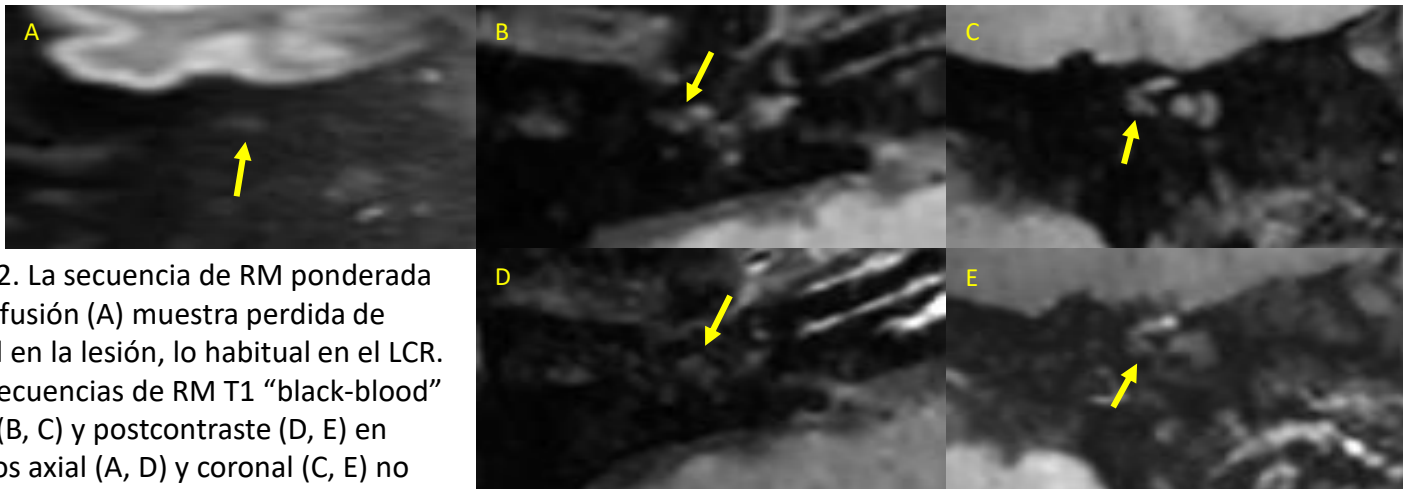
La secuencia de RM ponderada en difusión (A) muestra pérdida de señal en la lesión, lo habitual en el LCR. Las secuencias de RM T1 "black-blood" pre- (B, C) y postcontraste (D, E) en planos axial (A, D) y coronal (C, E) no evidencian realce significativo de la colección líquida.
